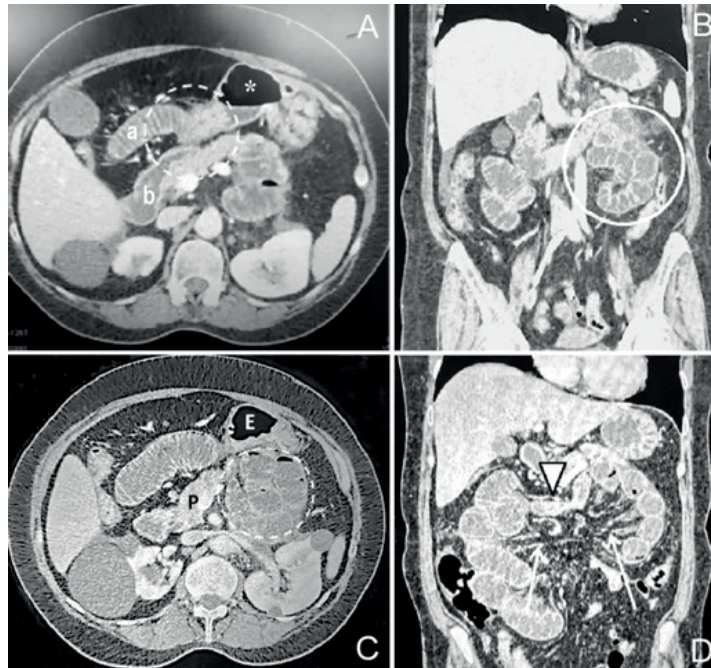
Tomografía computada abdominopelviana. A. Corte axial. A nivel centro abdominal se puede observar la zona de transición (círculo blanco) entre la asa aferente distendida (a) y la eferente chata (b). El asterisco marca la presencia de un nivel hidroaéreo. B. Corte sagital. Se observa a la izquierda de la línea media un ovillo de asas delgadas distendidas (círculo blanco) en la topografía en que luego en el intraoperatorio se halló la hernia paraduodenal, correspondiendo al contenido del saco herniario. C. Corte axial. Marcado con se observa ovillo de asas delgadas distendidas con niveles hidroaéreos en su interior en el sector superior izquierdo del abdomen (círculo blanco), entre el estómago (E) y el páncreas (P). D. Corte sagital. Se observan los vasos mesentéricos estirados (flechas) y convergiendo hacia el sitio de herniación. La punta de flecha marca el sitio de transición asa chata-asa distendida.
